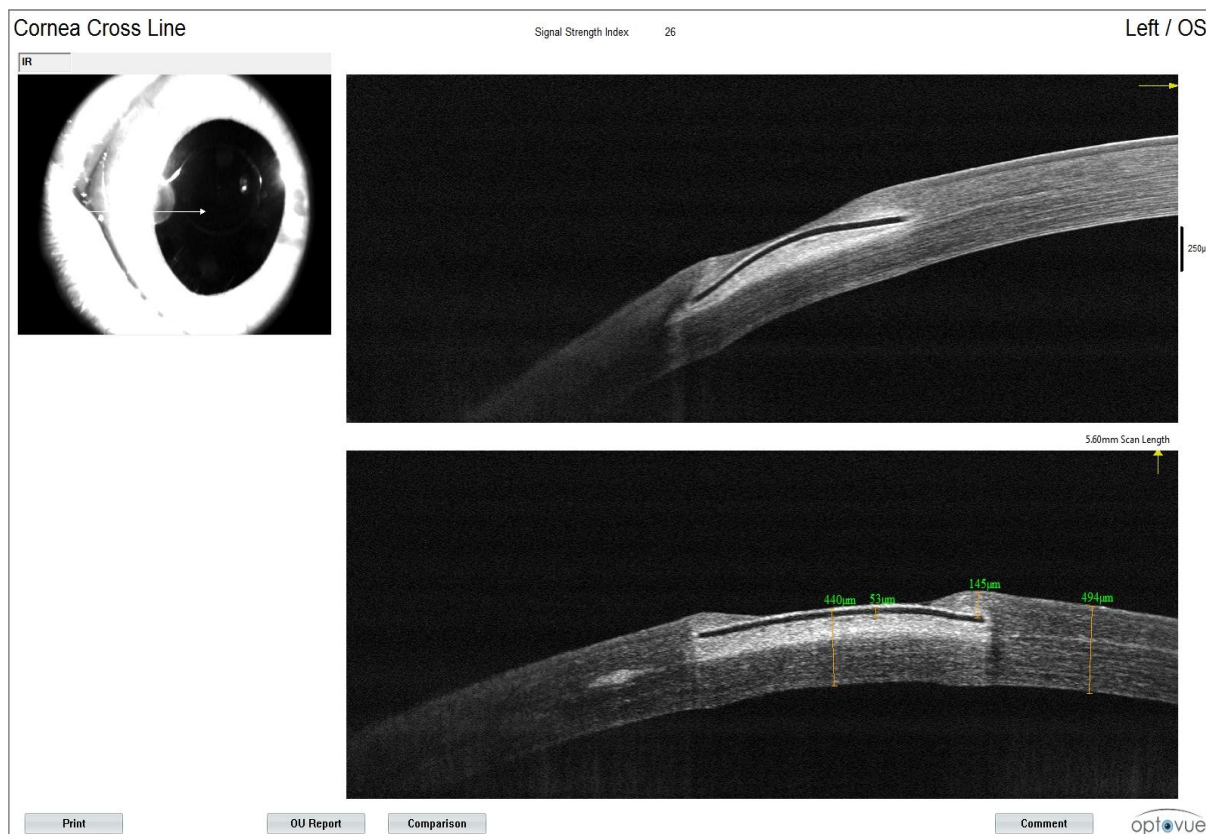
Оптическая когерентная томография роговицы кролика. Протрузии инля в центральной зоне через 3 месяца после операции
